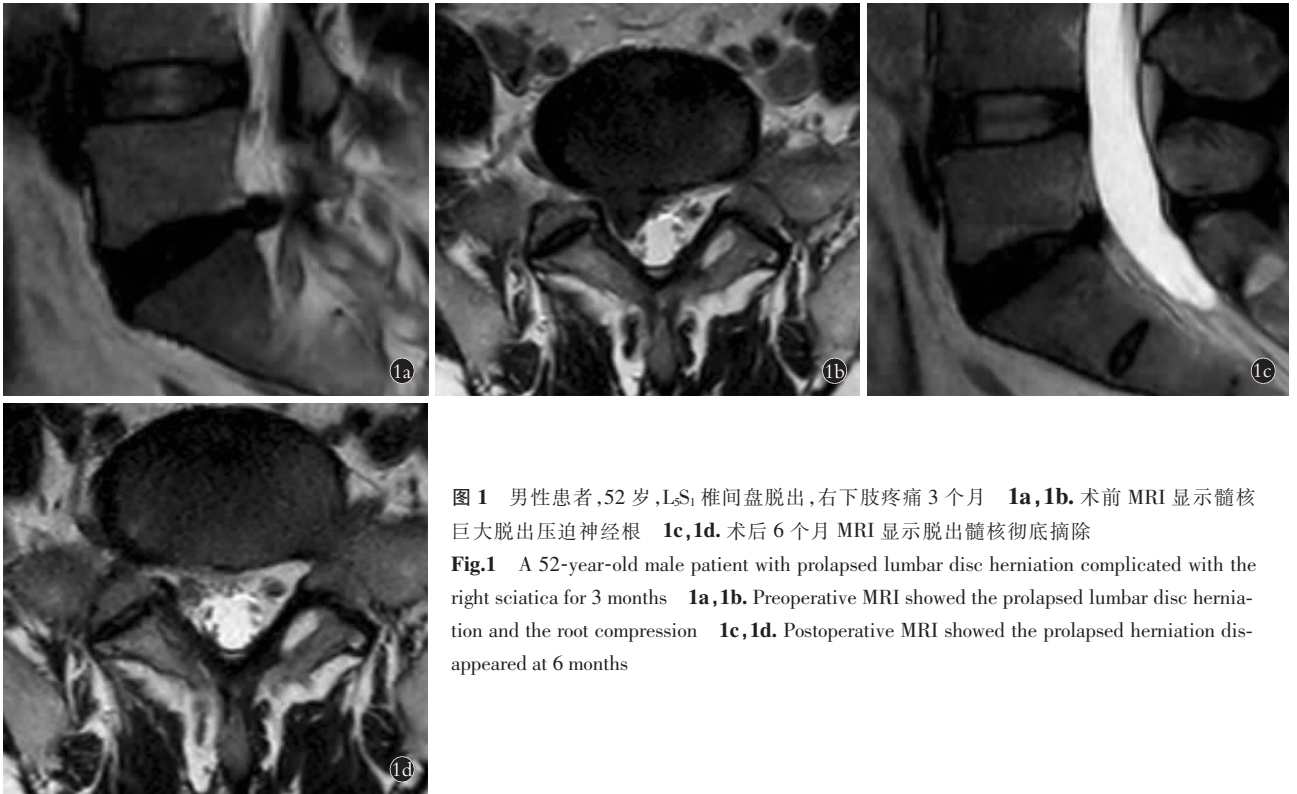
男性患者, 52 岁, L₅/S₁ 椎间盘脱出, 右下肢疼痛 3 个月 1a, 1b. 术前 MRI 显示髓核巨大脱出压迫神经根 1c, 1d. 术后 6 个月 MRI 显示脱出髓核彻底摘除
